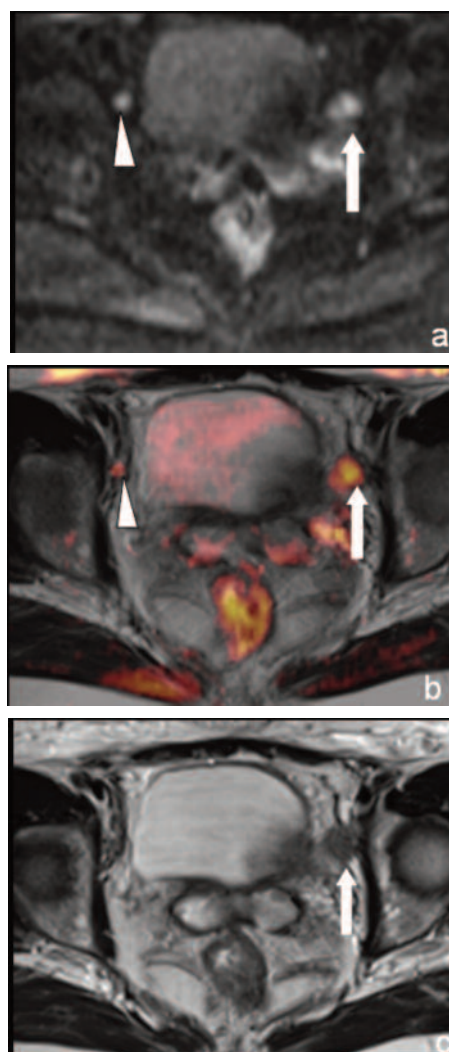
a, b, c Immagine in DWI (b value =700) acquisita sul piano assiale (a), di fusione (b) e FSE T2.
